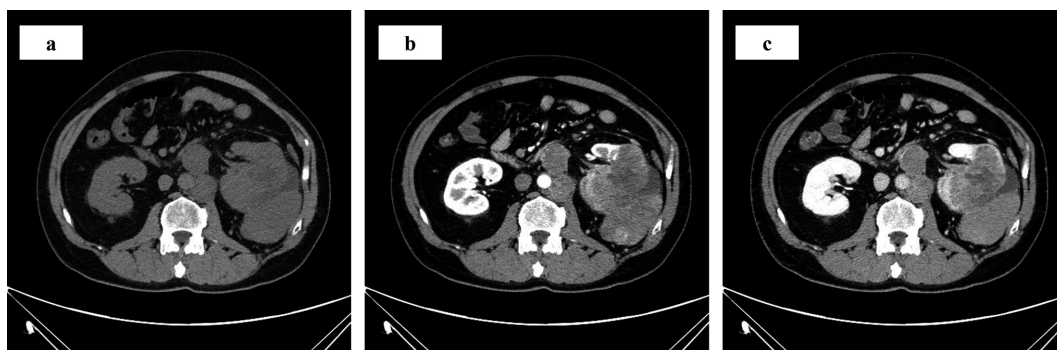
Enhanced CT : left kidney tumor shows mild enhancement
